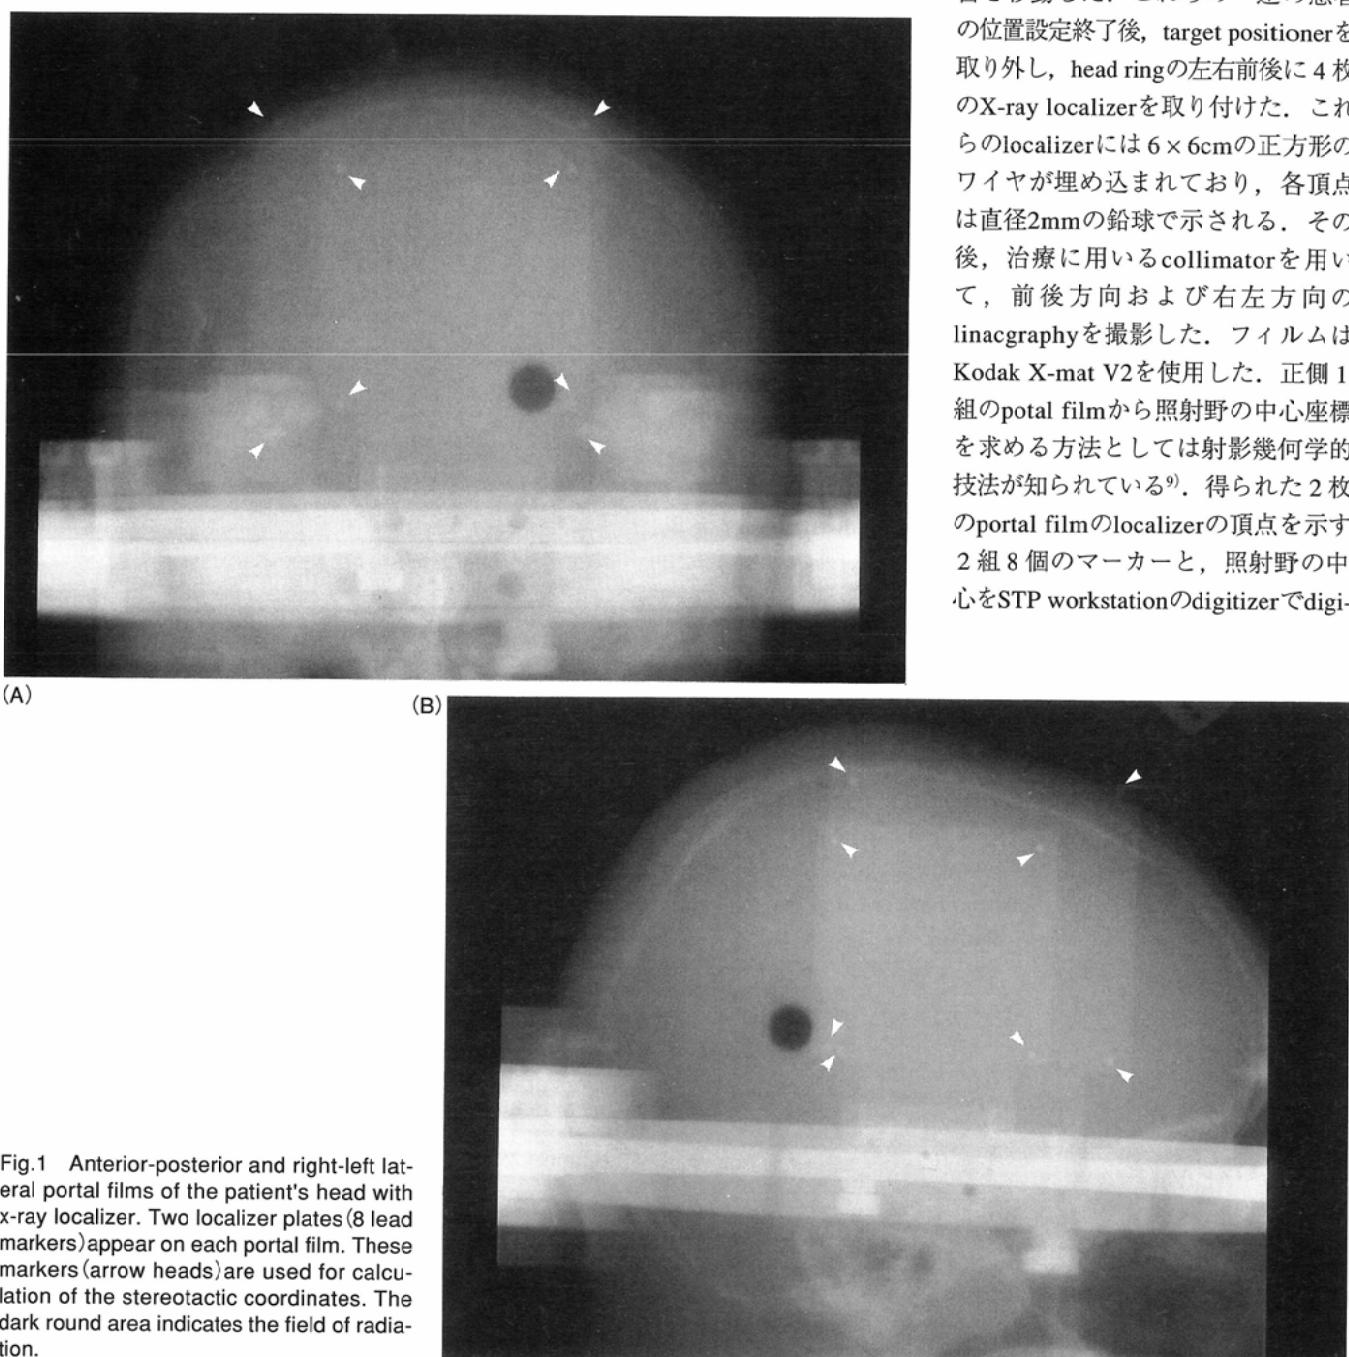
Anterior-posterior and right-left lateral portal films of the patient's head with x-ray localizer. Two localizer plates(8 lead markers)appear on each portal film. These markers (arrow heads) are used for calculation of the stereotactic coordinates. The dark round area indicates the field of radiation.
